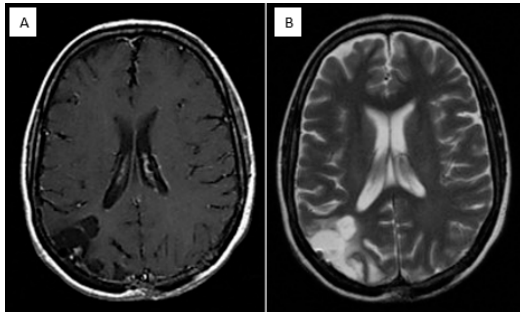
RMN Cerebral de control post operatorio al sexto mes. (A) T1 con contraste, se aprecia malacia en zona de exéresis de lesión y falta de realce de contraste. (B) T2 donde se aprecia hiperintensidad en zona de lesión que ha sido resecada en la cirugía.
